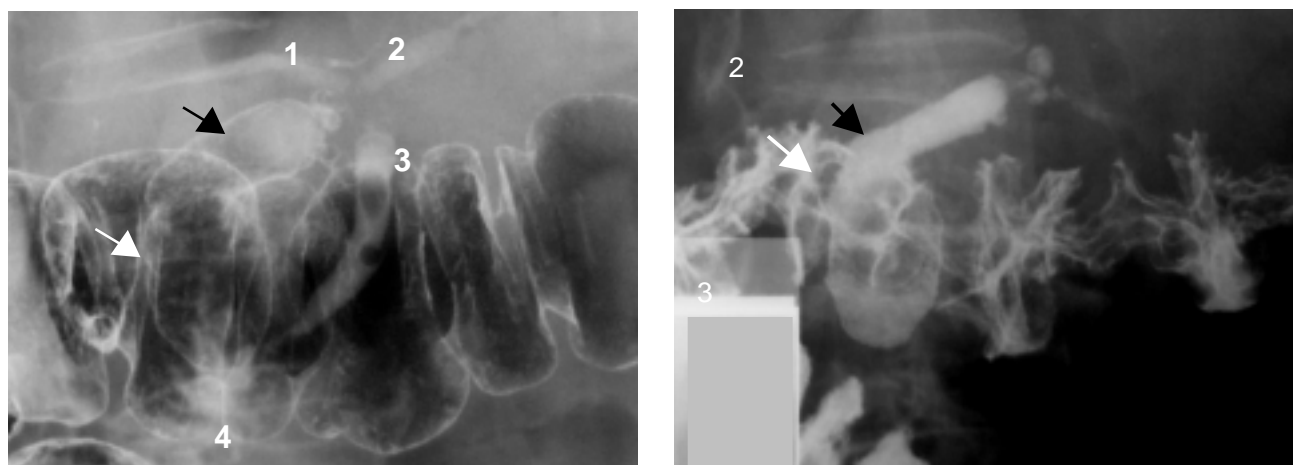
(a y b). Radiografía localizada: trayecto fistuloso colecistocolónico (flecha blanca) con opacificación de vesícula (flecha negra), vía biliar (1-2), colédoco (3) y duodeno (4).
